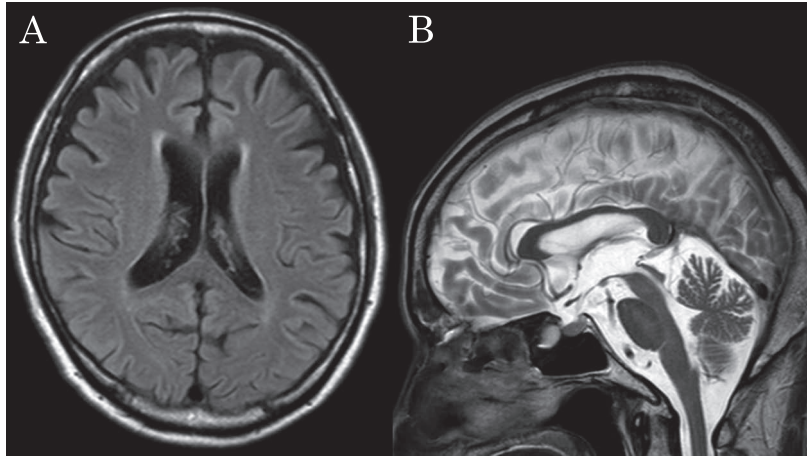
Follow-up MR images obtained on day 35.
